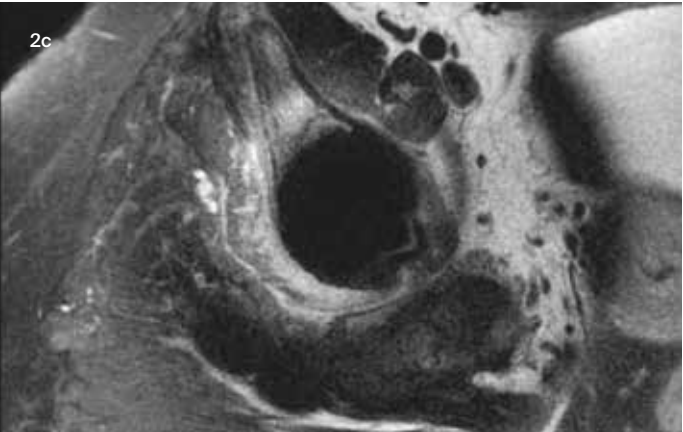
26-jährige Patientin mit juveniler rheumatoider Arthritis und Oberflächenersatz der rechten Hüfte. a) 5 Jahre postoperativ, beschwerdefreie Patientin. b–d) Röntgen und MRT acht Jahre postoperativ. Schmerzen und massive Pfannendestruktion mit ausgedehnten Pseudotumoren, bis in das Foramen ischiadicum reichend. e) Postoperative Kontrolle nach Wechsel auf zementfreie Revisionspfanne und Schaftprothese.
